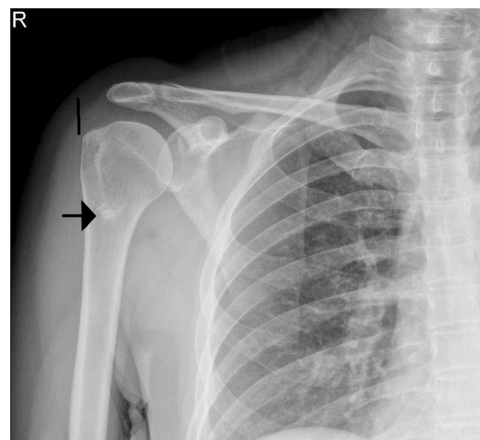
Radiografía simple de húmero donde se observa a nivel de la diáfisis proximal una lesión lítica de bordes bien definidos, lobulares con calcificación cartilaginosa en su interior.
